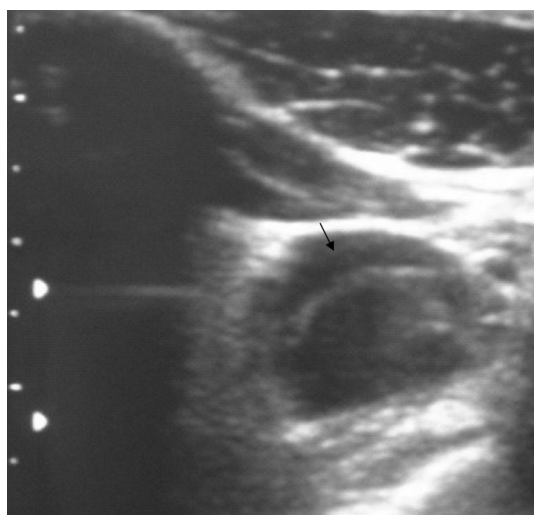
Eco-doppler que demuestra colgajo de disección en la AC derecha (flecha)
